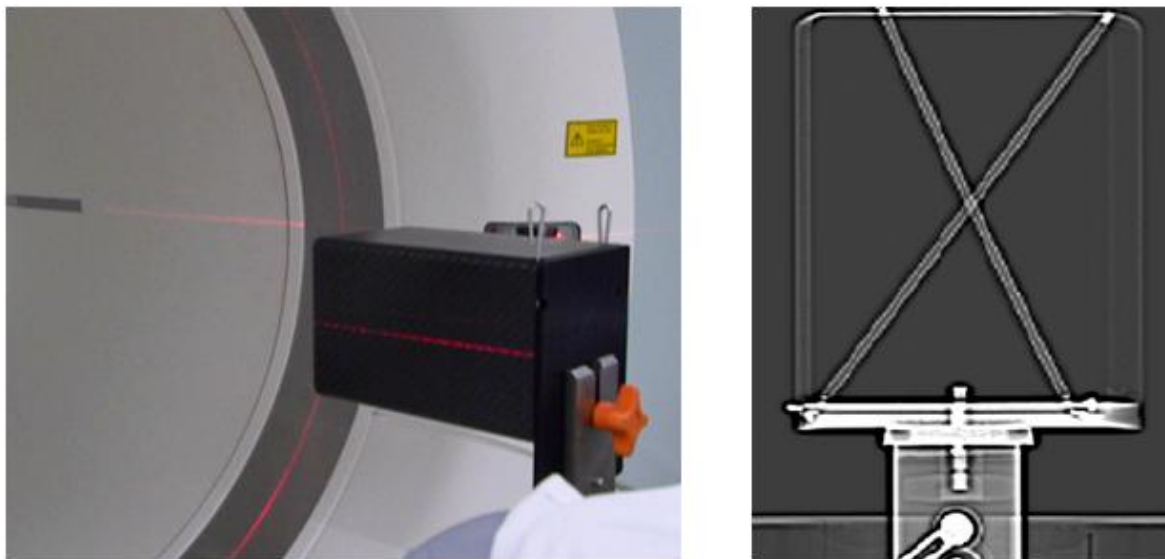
Maniquí de alineamiento de gantrys PET y CT, a la izquierda alineamiento del maniquí con los láseres del tomógrafo, a la derecha, topograma de la ubicación interna de las fuentes de barra de Ge-68 dentro del cubo.
